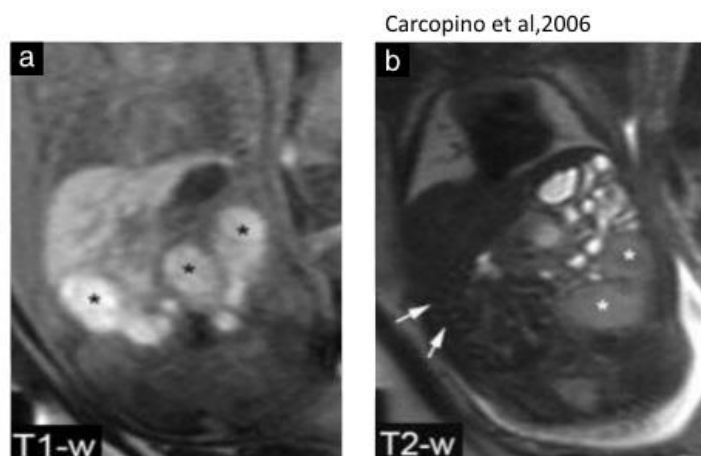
Magnetic resonance images (MRI) in a 34-week fetus: fetal coronal T1-weighted (a) and T2-weighted (b) sequences showing ileal dilatation (★) and microcolon (arrows). The signal of dilated bowel was unusual (moderately hyperintense signal on T1-weighted and intermediate signal on T2-weighted sequences). The MRI diagnosis was ileal atresia and the pregnancy was terminated because of positive tests for cystic fibrosis.
